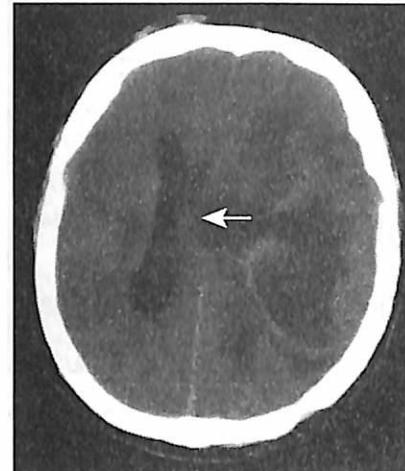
КТ головного мозга, T1-взвешенное изображение. Вазогенный ОГМ при объемном образовании левого полушария головного мозга, смещение срединных структур (стрелка).
